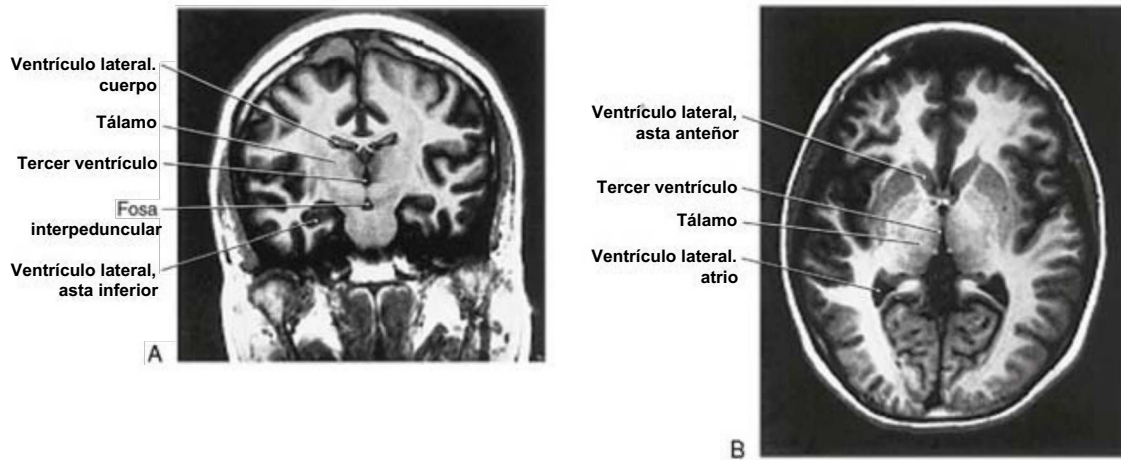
Imágenes de resonancia magnética del tercer ventrículo en un plano coronal (A) y axial (B).
